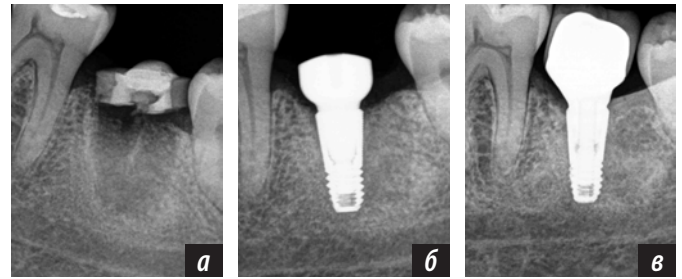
Рентгенограмма этапов хирургического вмешательства: а — через 3 месяца после удаления зуба; б — после установки имплантата; в — после установки металлокерамической коронки на имплантат
